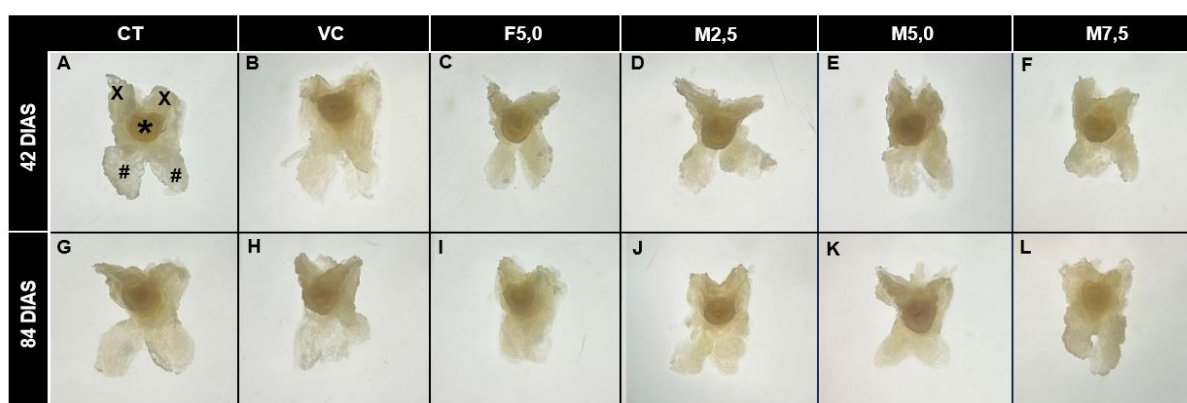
Complexo prostático de camundongos Balb/C adultos, em visão posterior. As imagens equivalem ao órgão dissecado e após remoção do lobo anterior e glândula seminal, após fixação. A – F: equivalem aos animais tratados por 42 dias; G – L: equivalem aos animais tratados por 84 dias. A e G = grupo CT (Controle); B e H = grupo VC (Veículo); C e I: grupo F5,0 (Finasterida 5,0 mg/kg); D e J: grupo M2,5
